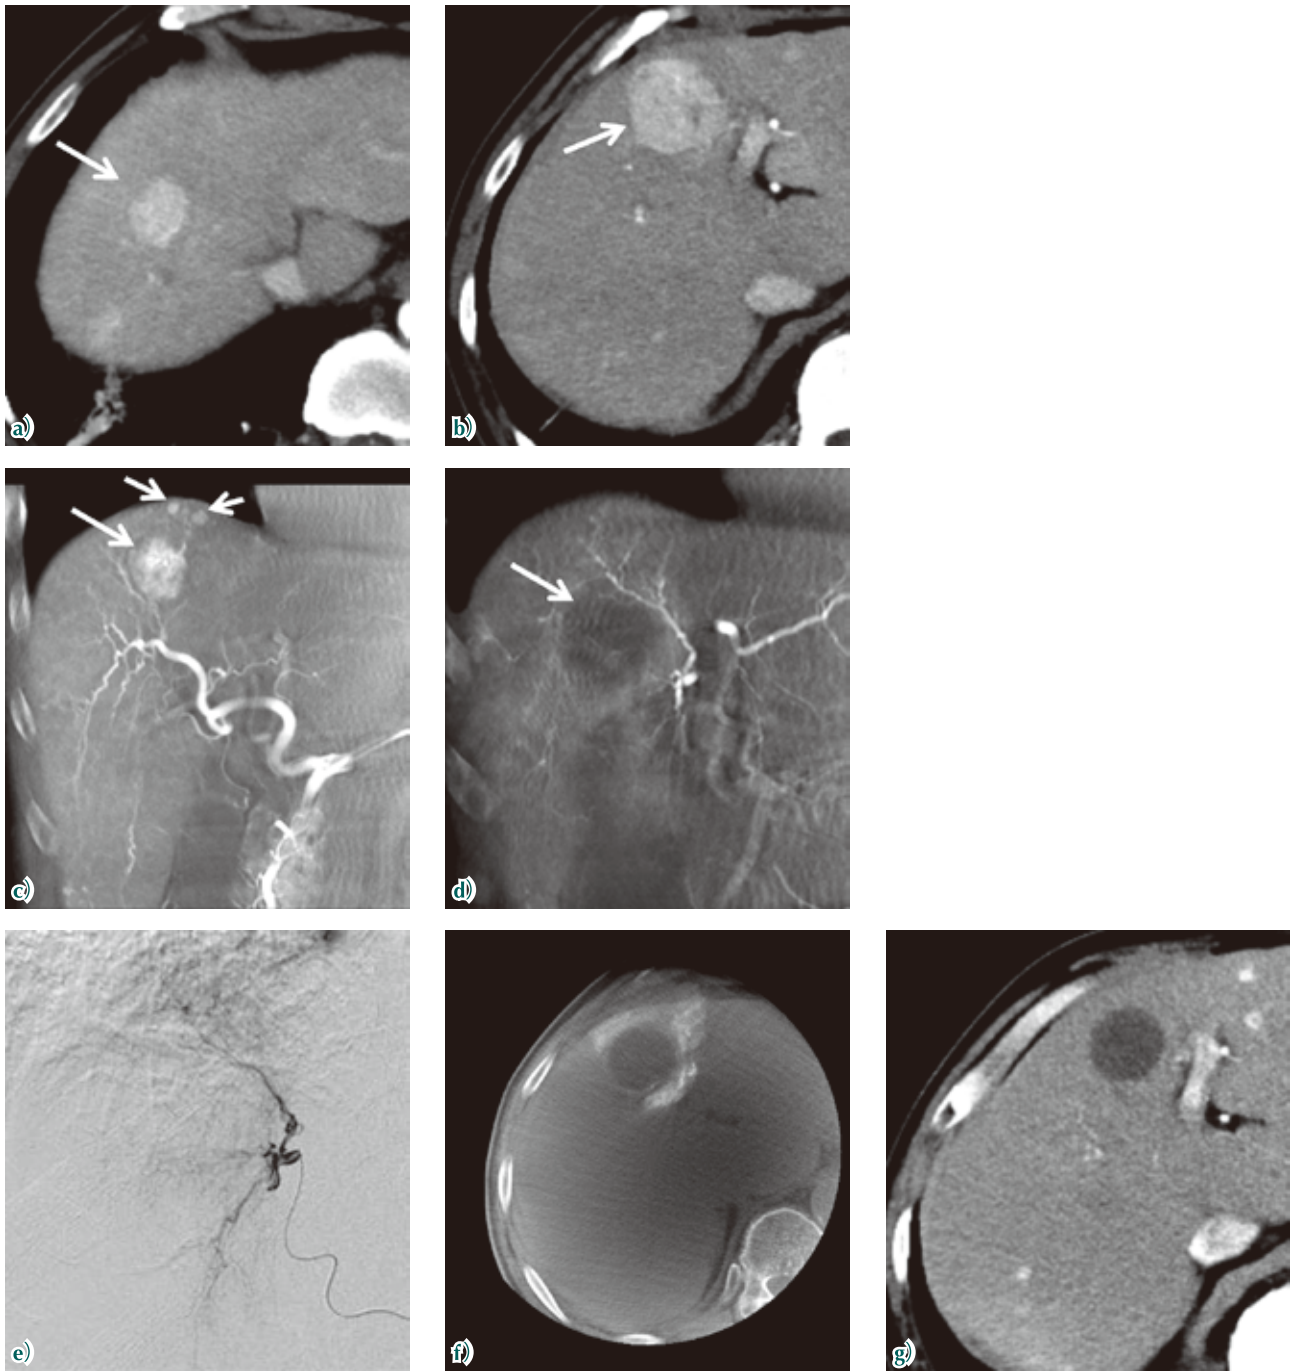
Cone Beam CT (SCORE CT) 有用的HCC 病例
